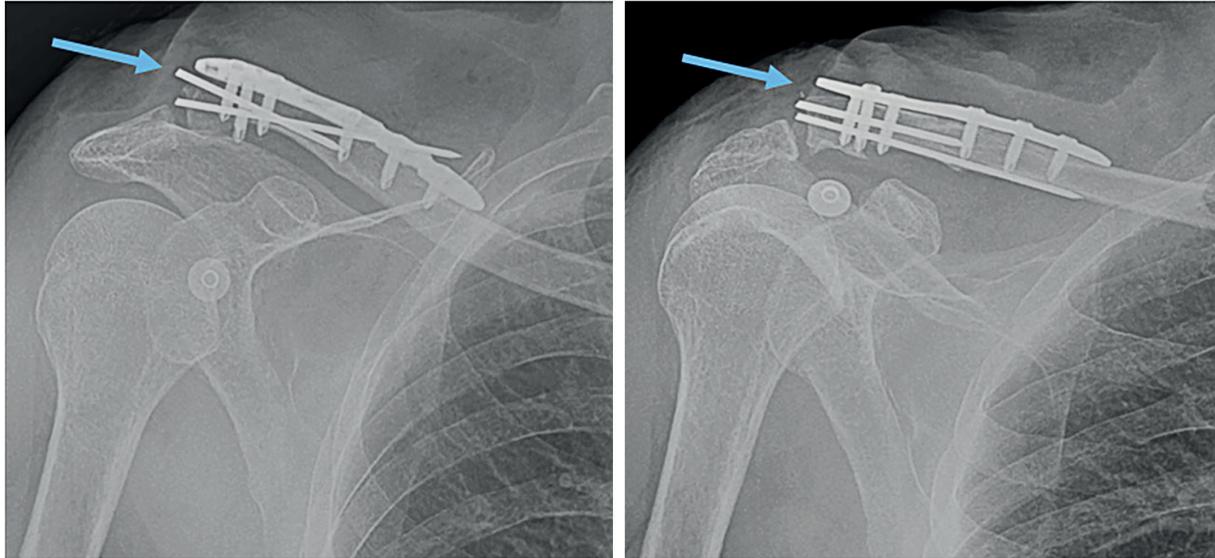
Radiografía de control postoperatorio que muestra la osteosíntesis de clavícula derecha con placa y clavos de Kirschner.
